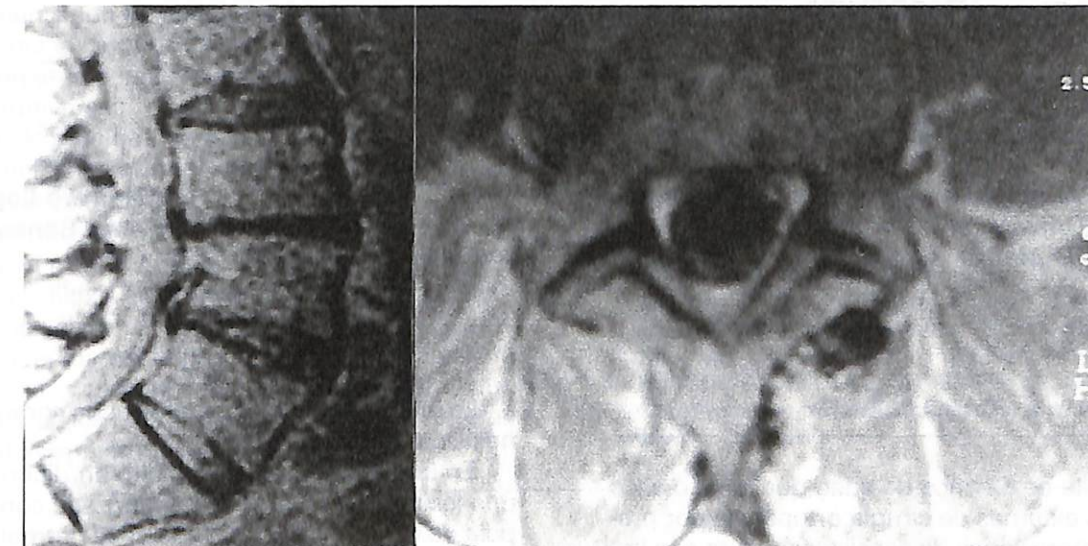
RM después de la cirugía observando la recuperación de los diámetros del canal.
